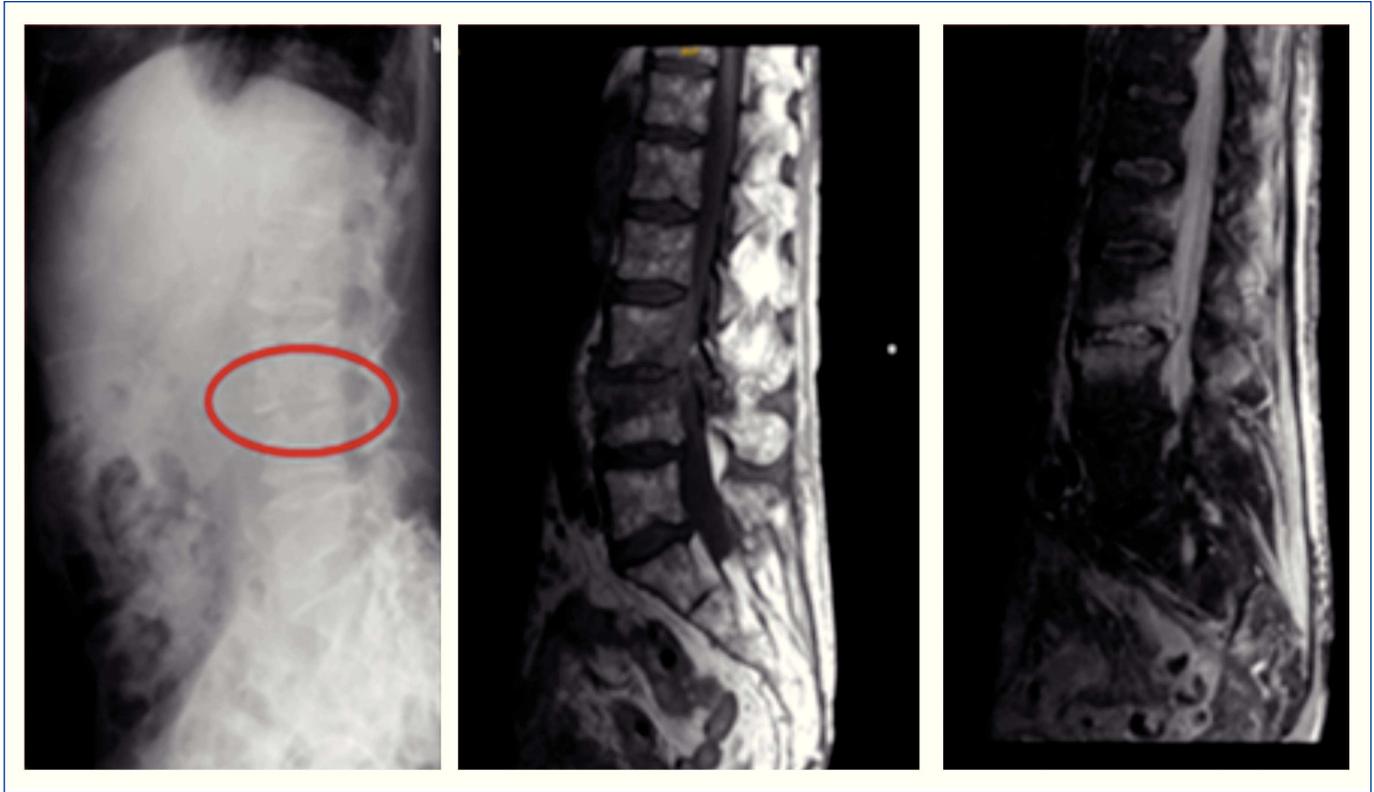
Radiología e imágenes de resonancia magnética
